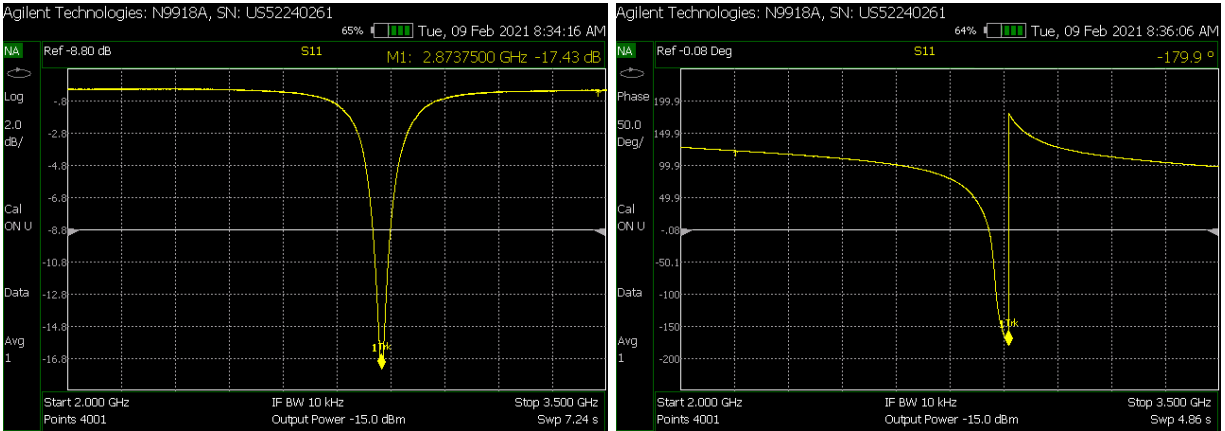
Streuparameter des eingebetteten reflektometrischen Feuchtesensors in Luft. Dargestellt ist hier der S_{11} Parameter mit einer Resonanzfrequenz von 2,8738 GHz, einem Return Loss von -17,43 dB und der Phase von $-179,9^\circ$.
